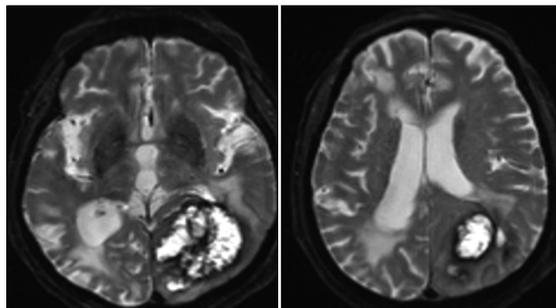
Brain MRI image of the patient.
